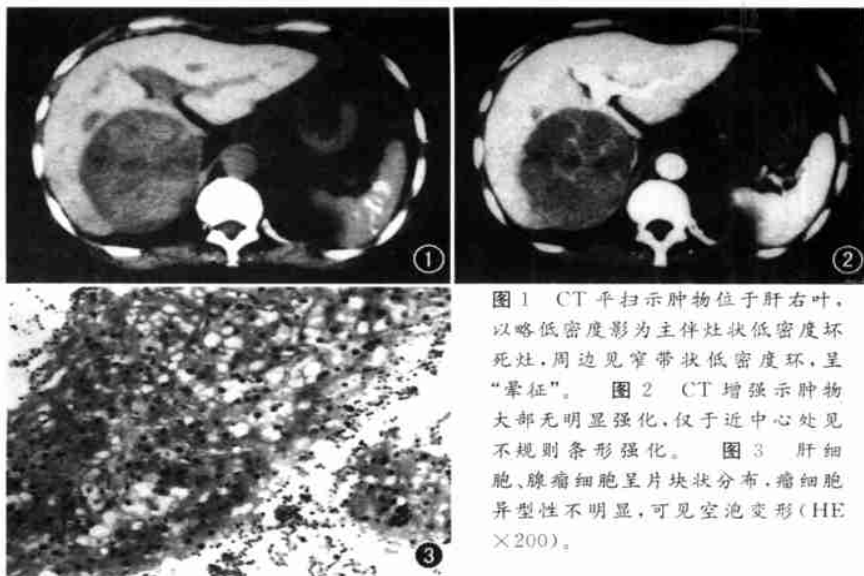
CT平扫示肿物位于肝右叶,以略低密度影为主伴灶状低密度坏死灶,周边见窄带状低密度环,呈“晕征”。图2 CT增强示肿物大部无明显强化,仅于近中心处见不规则条形强化。图3 肝细胞、腺瘤细胞呈片块状分布,瘤细胞异型性不明显,可见空泡变形(HE×200)。
